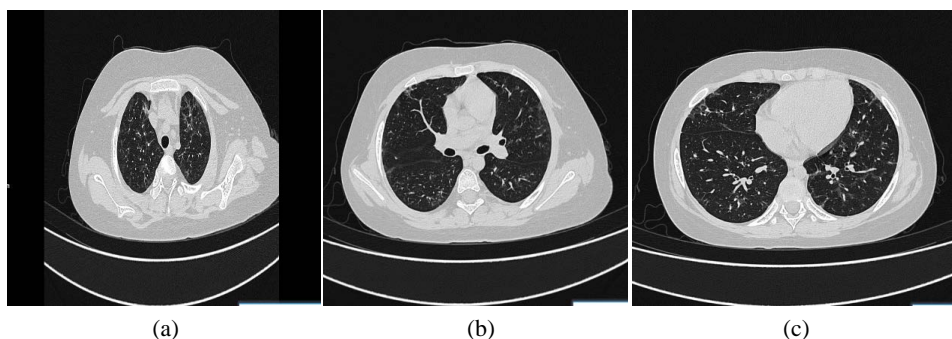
Chest CT results of patients on September 28: The texture of both lungs is thickened and blurred, the light transmittance of both lungs is uneven, and multiple ground-glass shadows and cable shadows are scattered in both lungs, and the range is reduced compared with before
